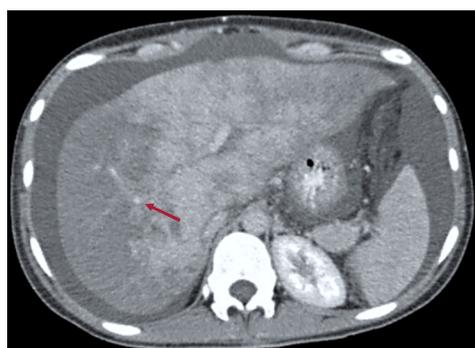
TAC de abdomen contrastada, en la que se observa defecto de llenamiento en venas suprahepáticas y parénquima hepático lobulado con áreas nodulares, las cuales presentan mayor realce con el medio de contraste en fases tardías, sugestivo de hiperplasia nodular regenerativa.
